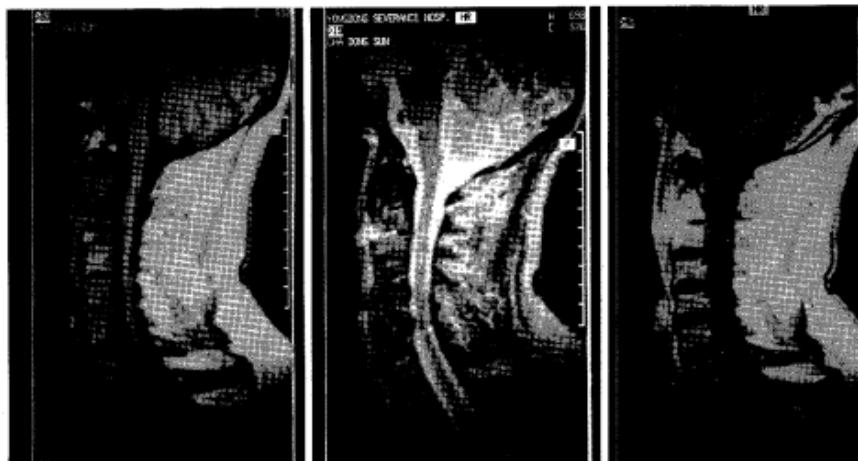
MRI taken at 18 hospital day discloses a chronic pyogenic discitis at the C2-C3 level with associated osteomyelitis. A. Sagittal T1-weighted MRI shows inhomogenous decreased signal in the C2 and C3 vertebral bodies and loss of height of intervening disc. B. Sagittal T-2 weighted image shows inhomogenous high signal in the C2-C3 vertebral body and the intervening disc. Prevertebral space also shows increased signal intensity. C. Gd-DTPA enhanced sagittal image shows strong enhanced lesion in the C2-C3 intervertebral disc and adjacent vertebral body and the prevertebral space.
